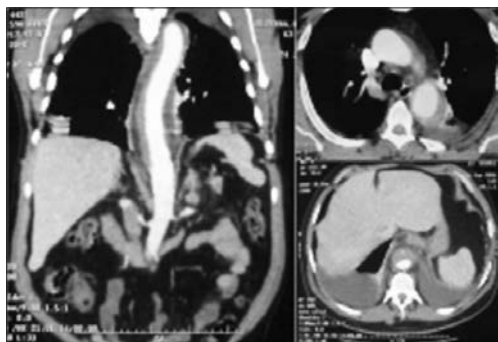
Tomografía computada que muestra un hematoma intramural en la aorta descendente.
